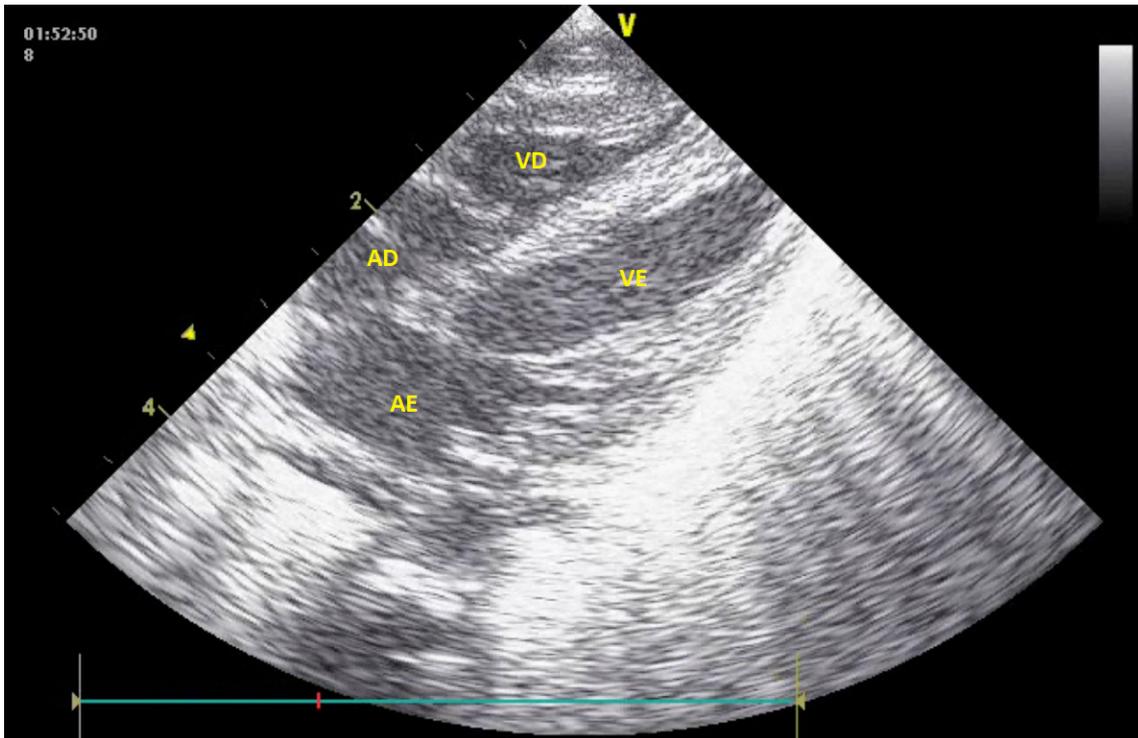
Ecocardiografia funcional transtorácica pós-pericardiocentese. A imagem com vista da janela subxifóide demonstra completa reversão do derrame pericárdico, uma vez que não se visualiza espaço anecoico envolvendo o coração. (AD: átrio direito; AE: átrio esquerdo; VD: ventrículo direito; VE: ventrículo esquerdo).
